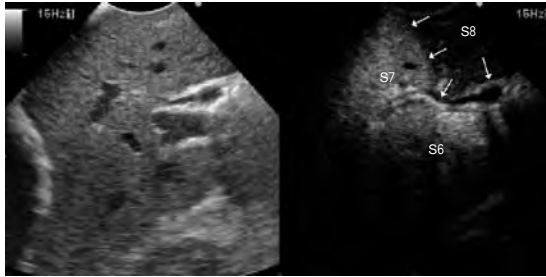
前区域切除における超音波造影剤 (Sonazoid[®]) 使用による術中超音波画像
